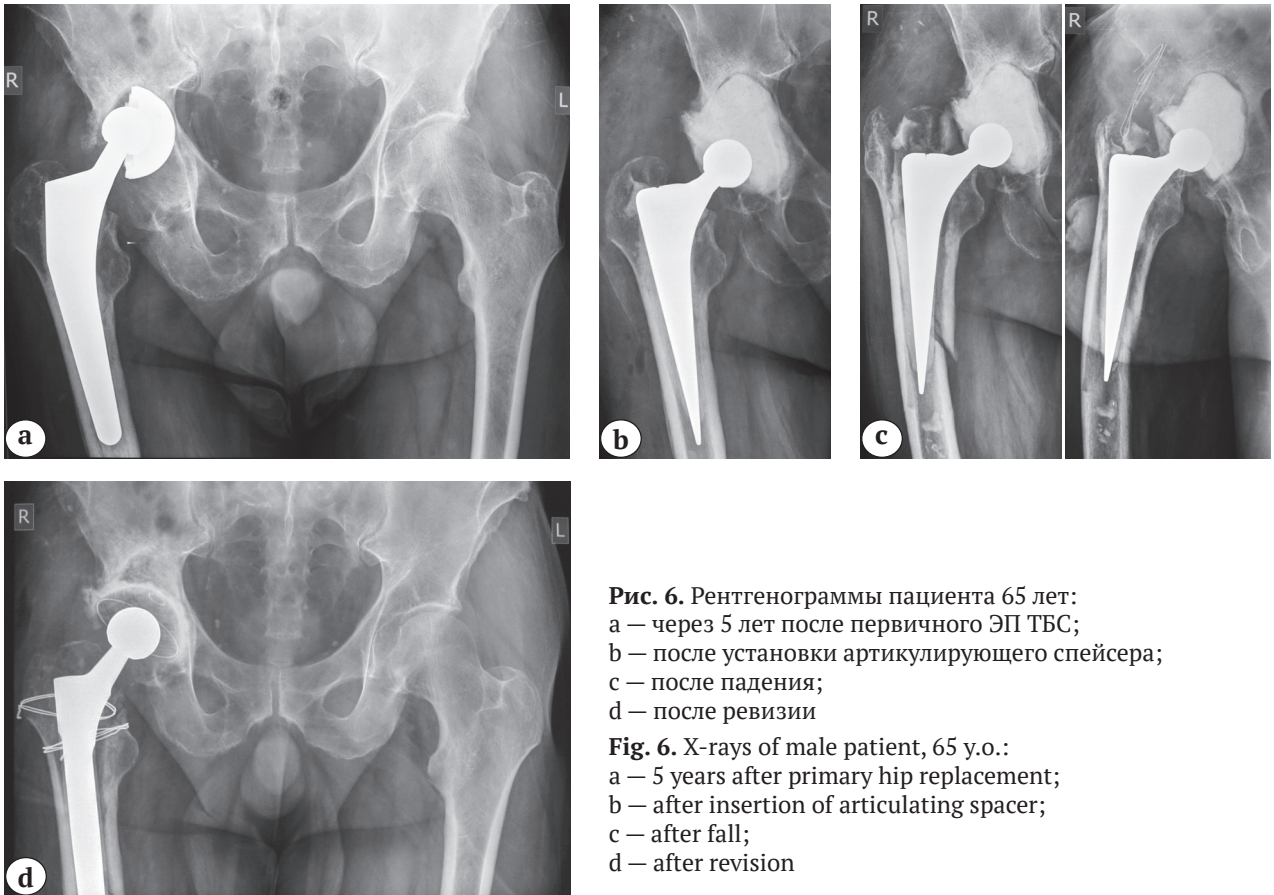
Рентгенограммы пациента 65 лет:
